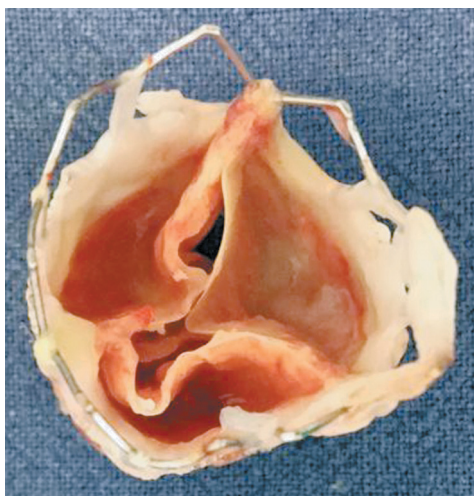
Эксплантированный стент-клапан «МедЛАБ КТ-27» (плоские вегетации на створках из ПТФЭ)
